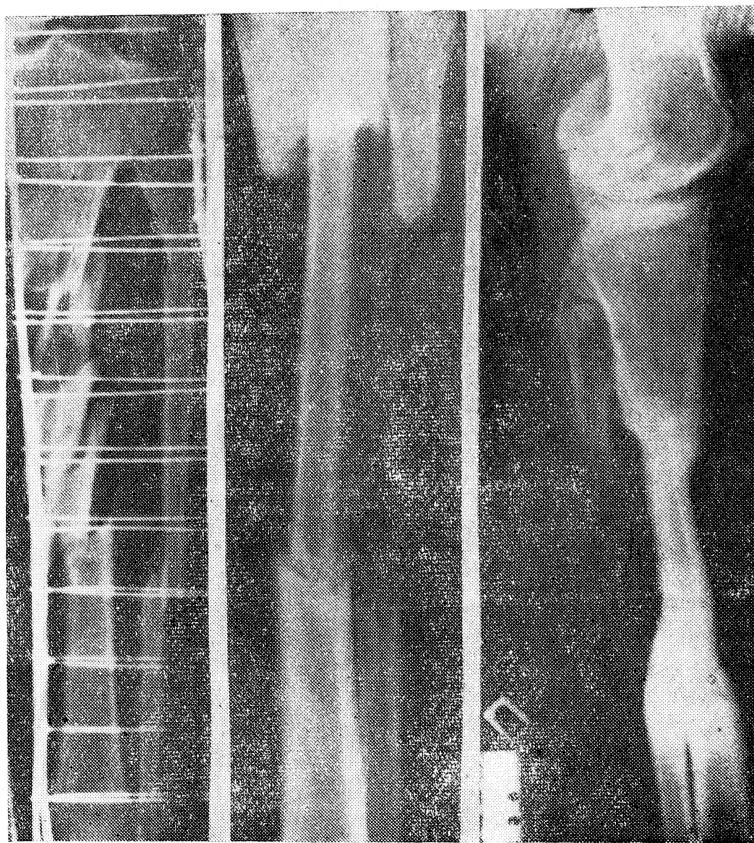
Рентгенограммы голени. Объяснения в тексте.
